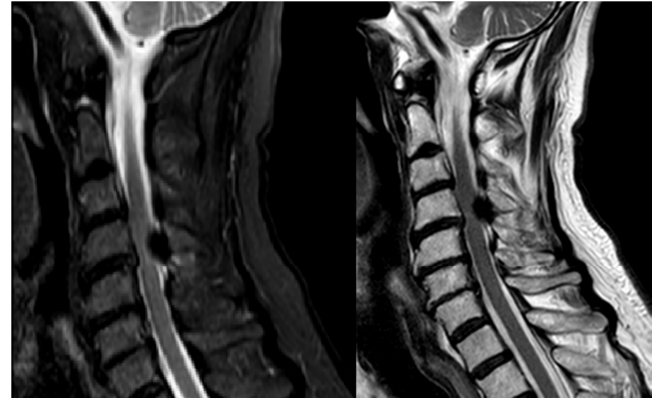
Cortes sagitales de RMN cervical, secuencia STIR, T1 . Muestra un nódulo hipocogénico que causa estenosis de canal espinal a nivel de C4-C5, a descartar mielopatía compresiva a nivel cervical.
